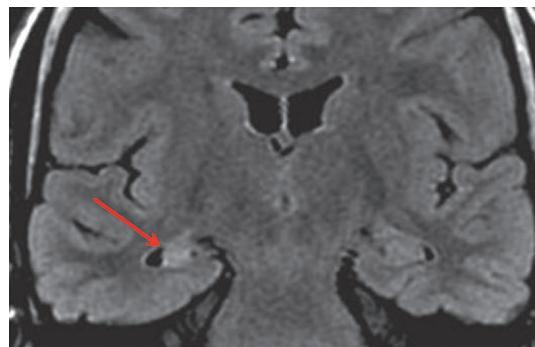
A IRM cérébrale en coupe coronale et séquence FLAIR montrant une atrophie associée à une sclérose (hypersignal) de l'hippocampe droit (flèche rouge).
